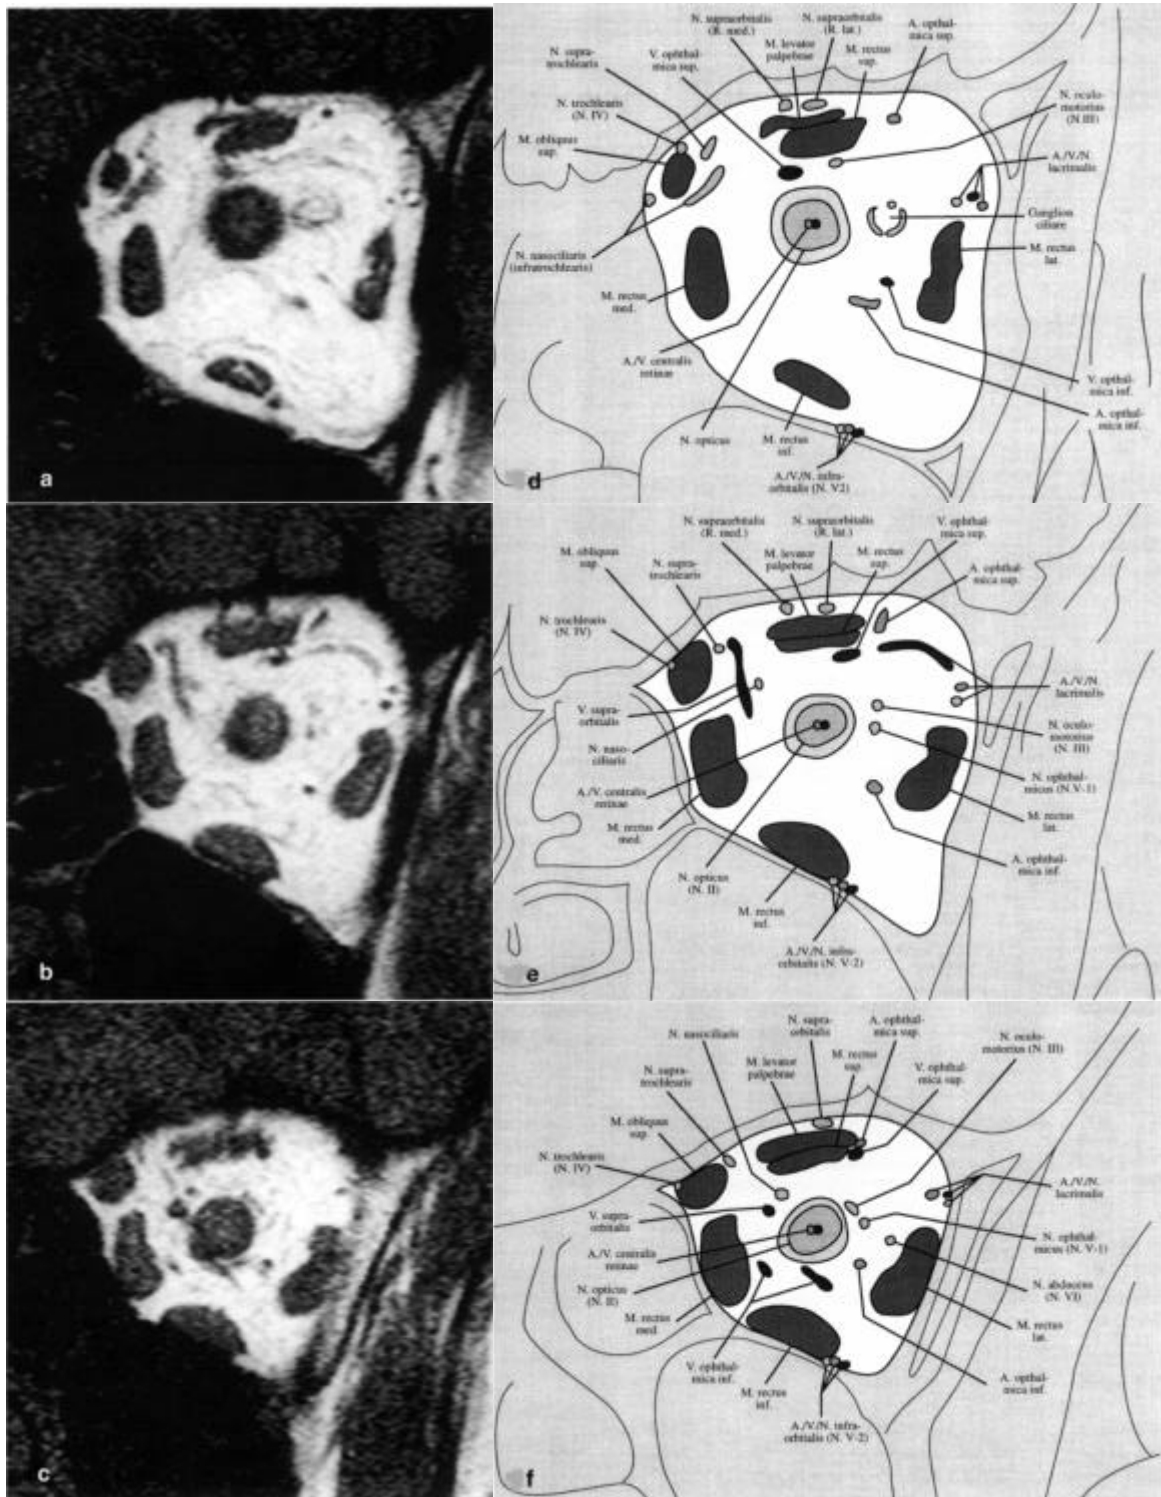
a-f . Gegenüberstellung koronarer Schichtbilder eines Normalbefundes der Orbita mit anatomischen Skizzen, a-c: Serie von koronaren T1-gewichteten MRT-Bildern (Schichtdicke 2 mm, Schichtabstand 4 mm) mit der 5-cm-Spule. d-f: korrespondierende anatomische Skizzen zu den koronaren MRT-Bildern. (aus: [4])
